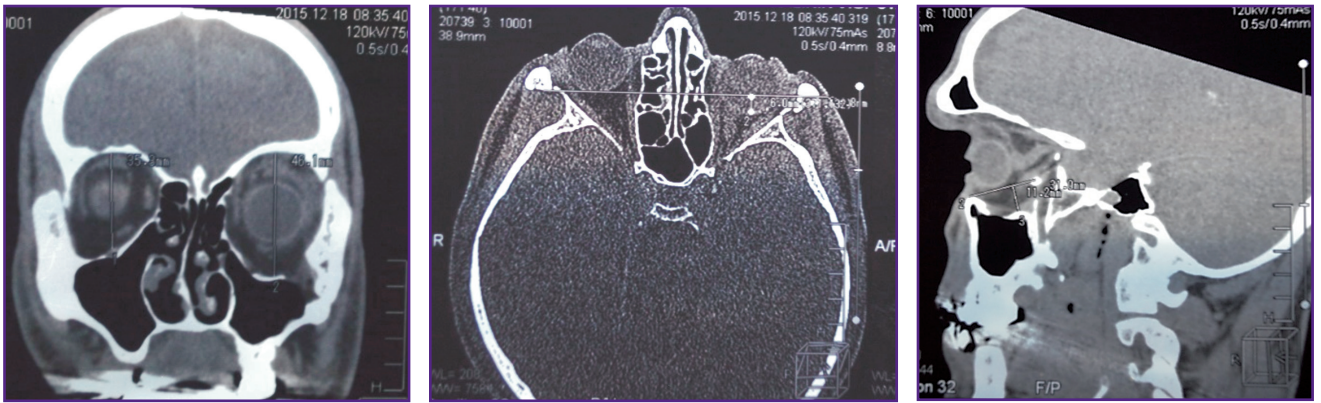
Пациент К. МСКТ черепа до операции (фронтальный, аксиальный и сагиттальный срезы)
